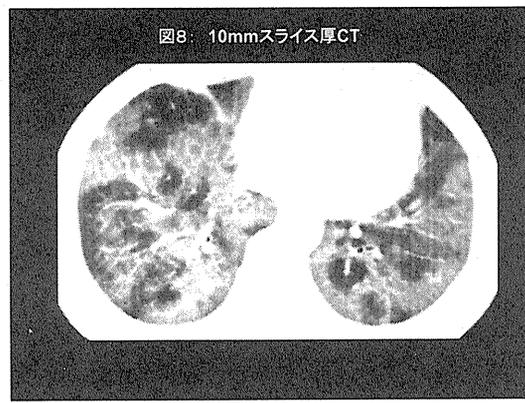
自己免疫性 PAP の胸部 CT 像 (10mm スライス厚).
